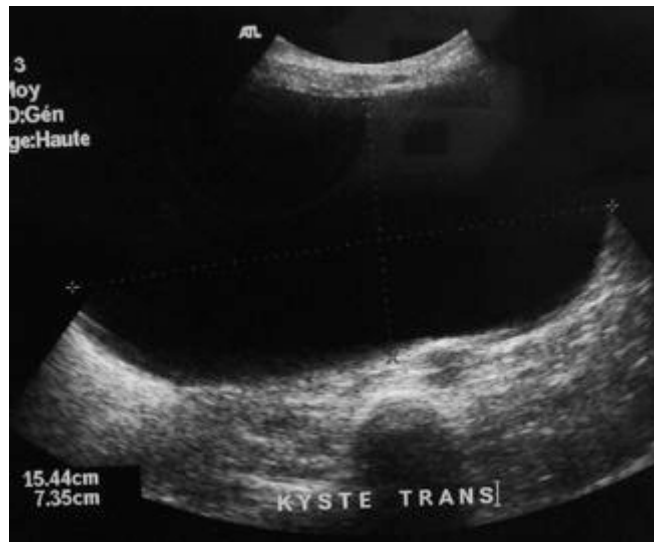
Aspect échographique d'un cystadénome séreux [75]
